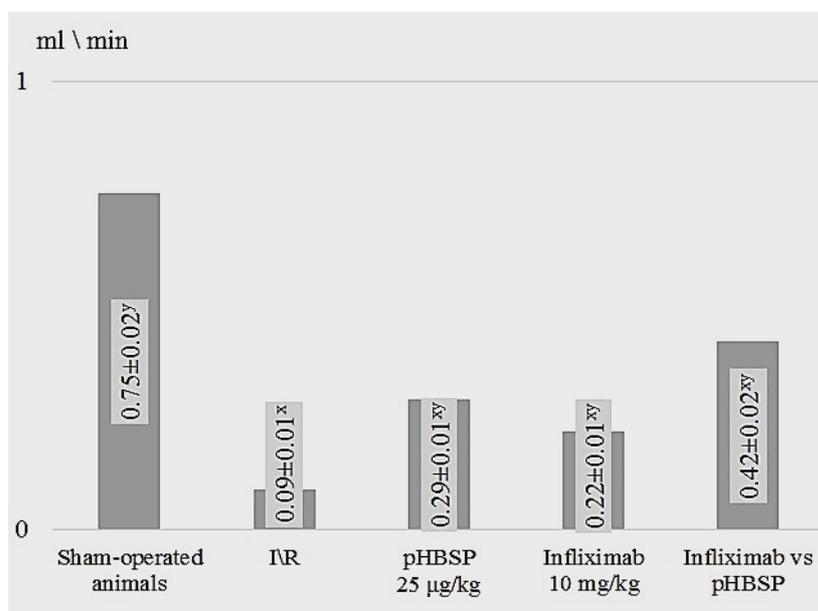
Значения скорости клубочковой фильтрации через 24 часа реперфузии при моделировании ишемии-реперфузии почек
